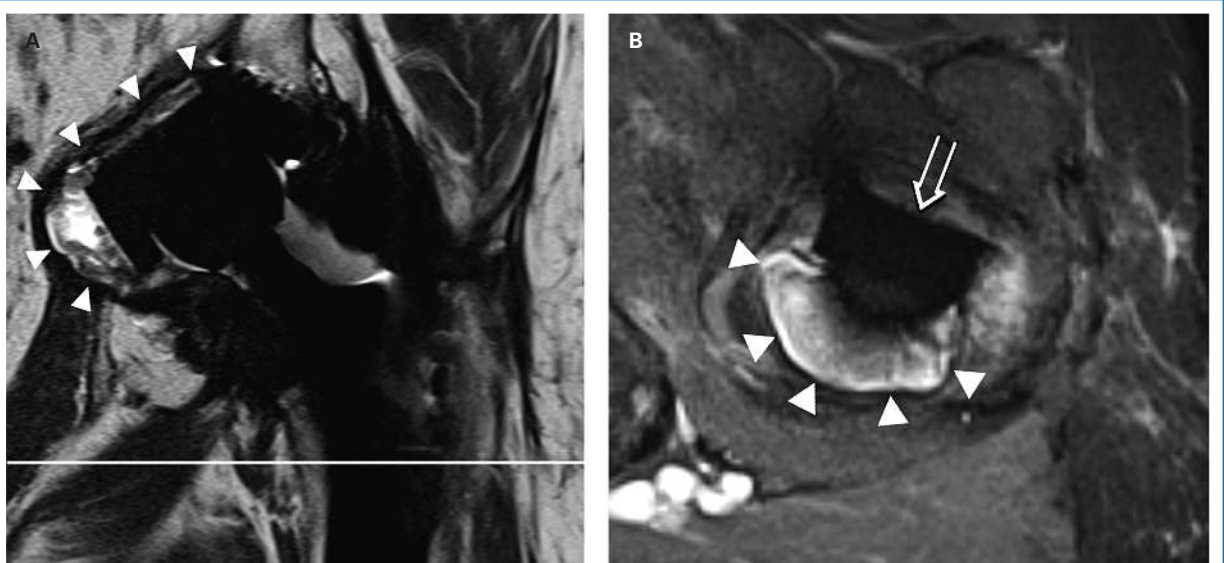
Descellement de la cupule d'une prothèse de hanche visualisé à l'IRM, en coupe coronale, séquence pondérée en T2 (A); descellement caractérisé par un contour lytique (pointes de flèches). La ligne blanche en (A) marque le plan de coupe en (B). L'ostéolyse prononcée (pointes de flèches) autour du corps prothétique (flèche ouverte) est bien visible en coupe transversale, séquence STIR optimisée (B).
